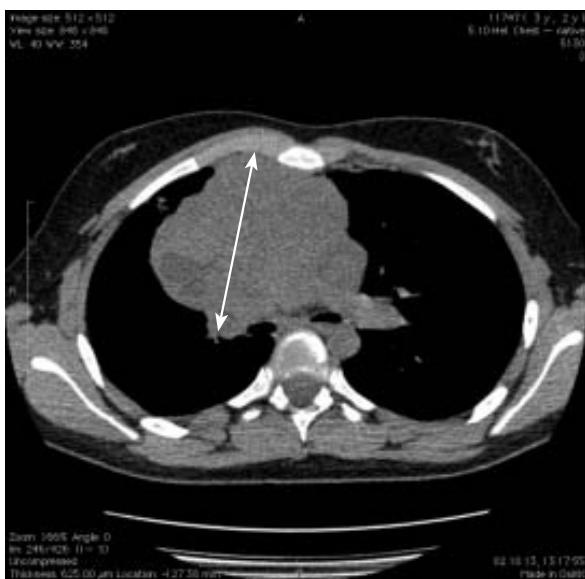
МСКТ органов грудной клетки. Объемное образование переднего средостения (указано стрелками) с неровными контурами, просвет главных бронхов сужен.
